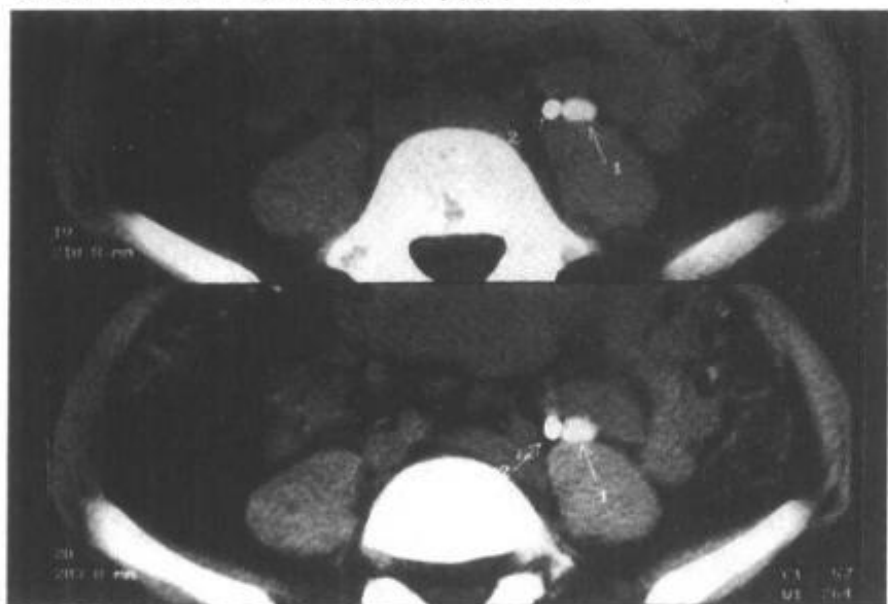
CT 强化扫描显示左侧重复输尿管
